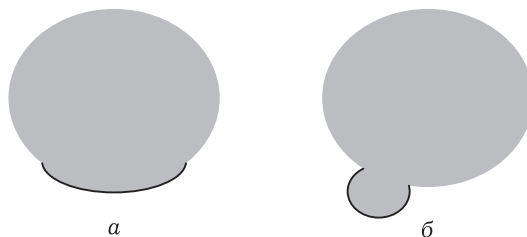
Грыжа диска: а — протрузия; б — экструзия
